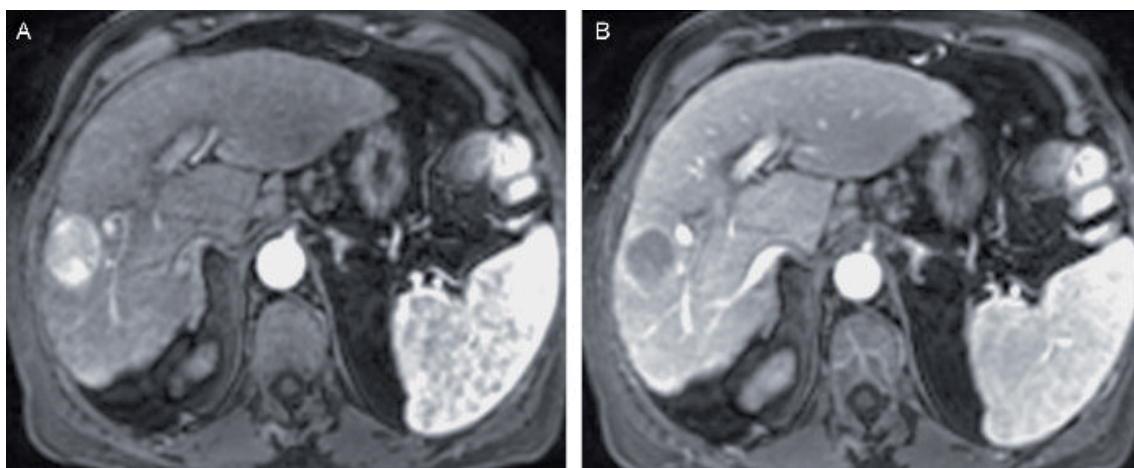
Patrón vascular típico de HCC. Estudio RM dinámico. A) Fase arterial, la lesión se realza intensamente en relación al hígado de vecindad. B) Fase portal, el nódulo lava su contraste más rápidamente que el hígado circundante [Imagen extraída de REFERENCIA (39)].
